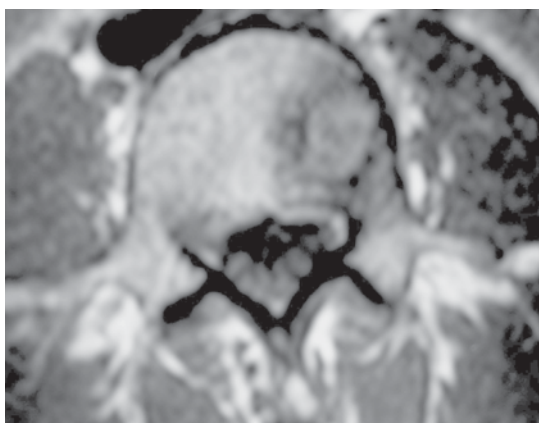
Ressonância magnética mostrando corte axial da quarta vértebra lombar em seqüência T1, demonstrando alteração do corpo vertebral, na base do pedículo esquerdo.
